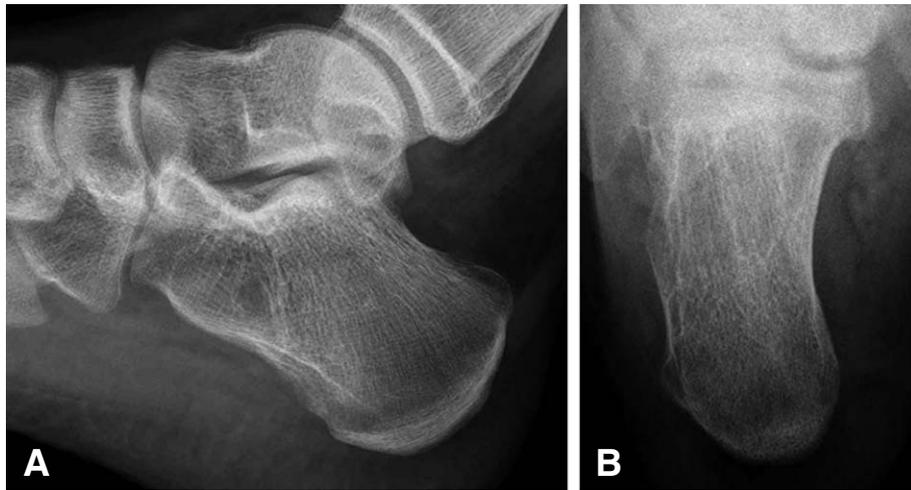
Postoperative radiographs shows complete removal of the mass.
